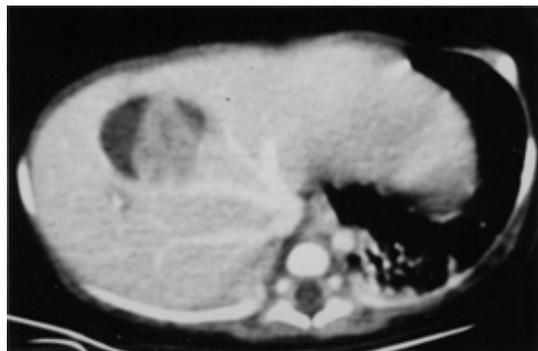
Abdominal computed tomography shows 2.1×1.9×2.5 cm sized well defined cyst in the right hepatic lobe. Not enhanced necrotic portion is included within the cyst.
